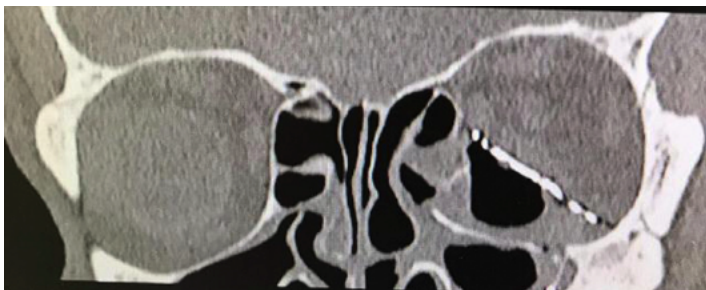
TAC coronal demuestra la necesidad de imagen postoperatoria temprana al observar un implante desplazado de su posición original
